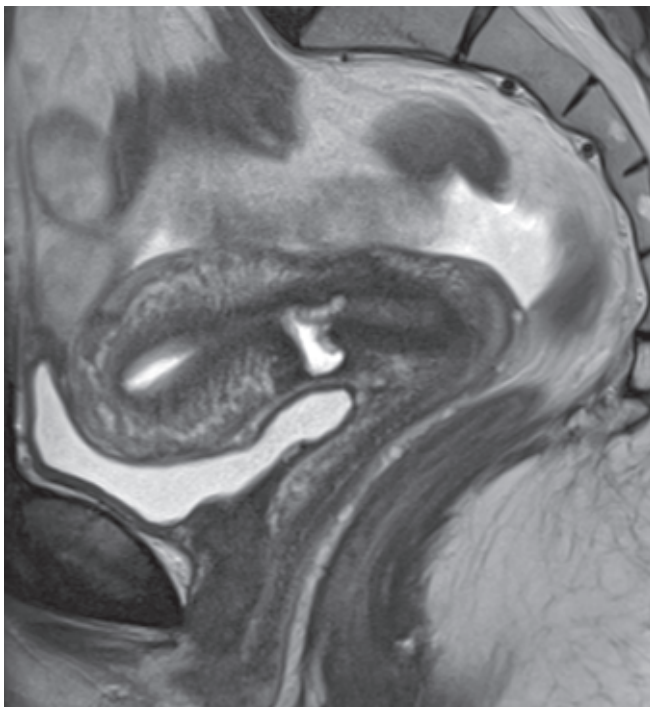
Patientin 2: St. nach Sectio, spotting, serometra, sek. Sterilität 1½ Jahre. MRI: transmuraler Defekt.
